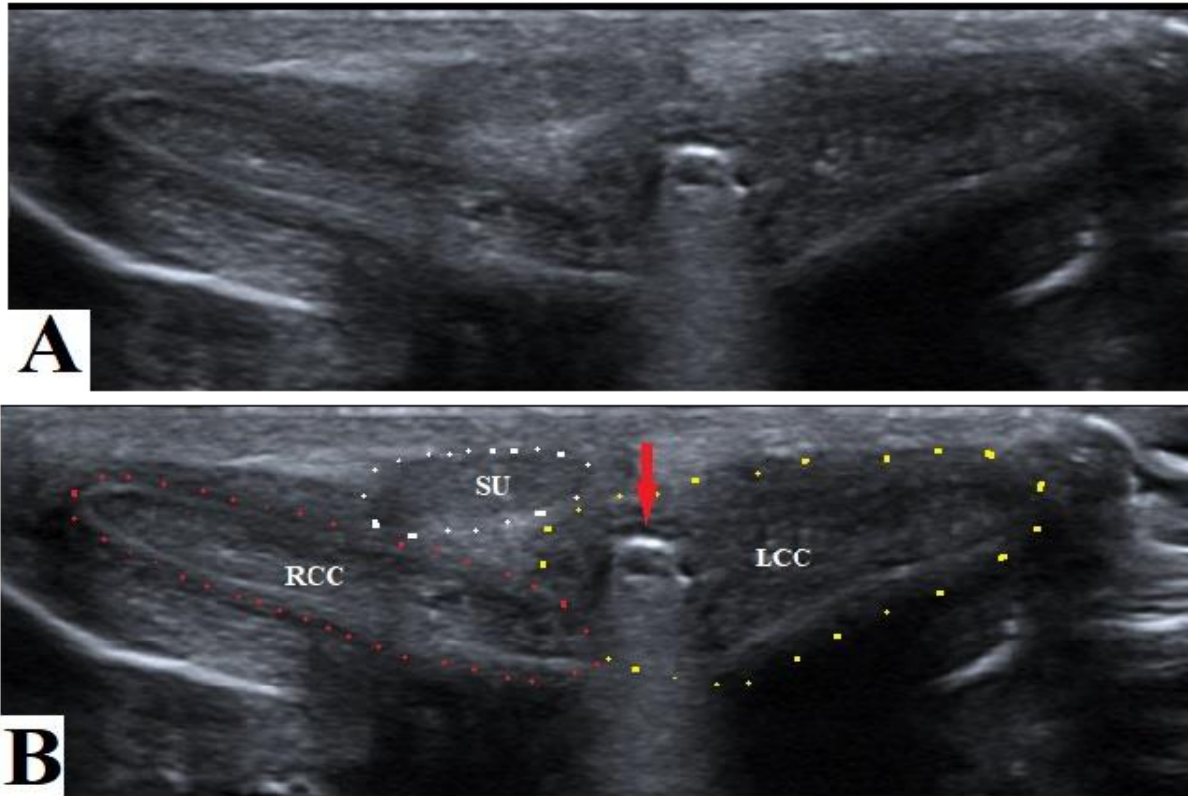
A. Remaining pellet in the left corpus cavernosum was shown by Penile ultrasound examination. (After one month) B. RCC= Right Corpus Cavernosum, LCC= Left Corpus Cavernosum, SU= Spongiosus Urethra, The integrity of left tunica albuginea was intact (pellet was shown as red arrow)
